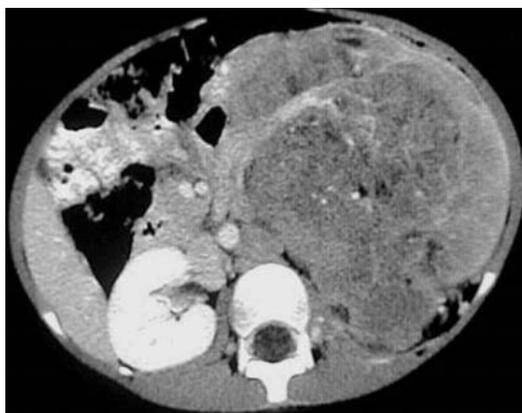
Tomografia computerizzata. Tumore di Wilms. Voluminosa neoplasia ad origine dal rene occupa l'emiaddome sinistro
